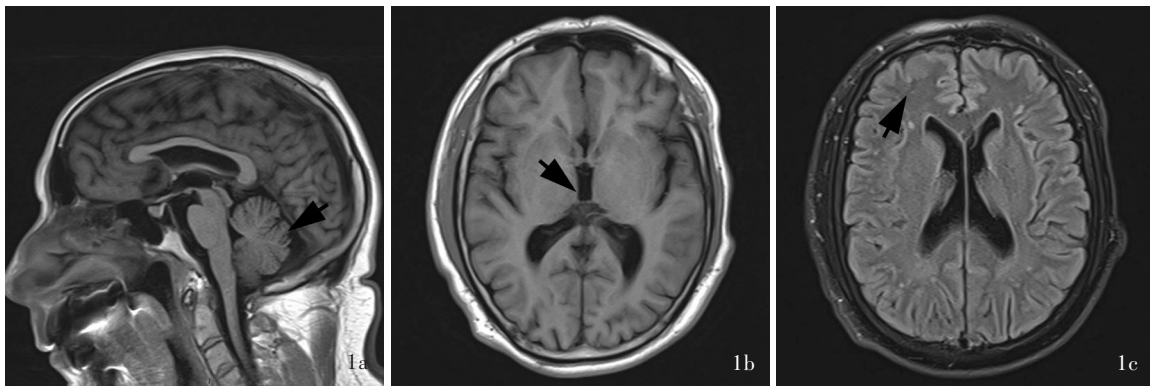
家系1先证者头部MRI检查所见 1a 矢状位T<sub>1</sub>WI显示,小脑及上颈髓未见明显萎缩性改变(箭头所示) 1b 横断面T<sub>1</sub>WI显示,第三脑室轻度扩张(箭头所示) 1c 横断面抑脂T<sub>2</sub>-FLAIR成像显示,双侧侧脑室旁少量脑白质高信号(箭头所示)
